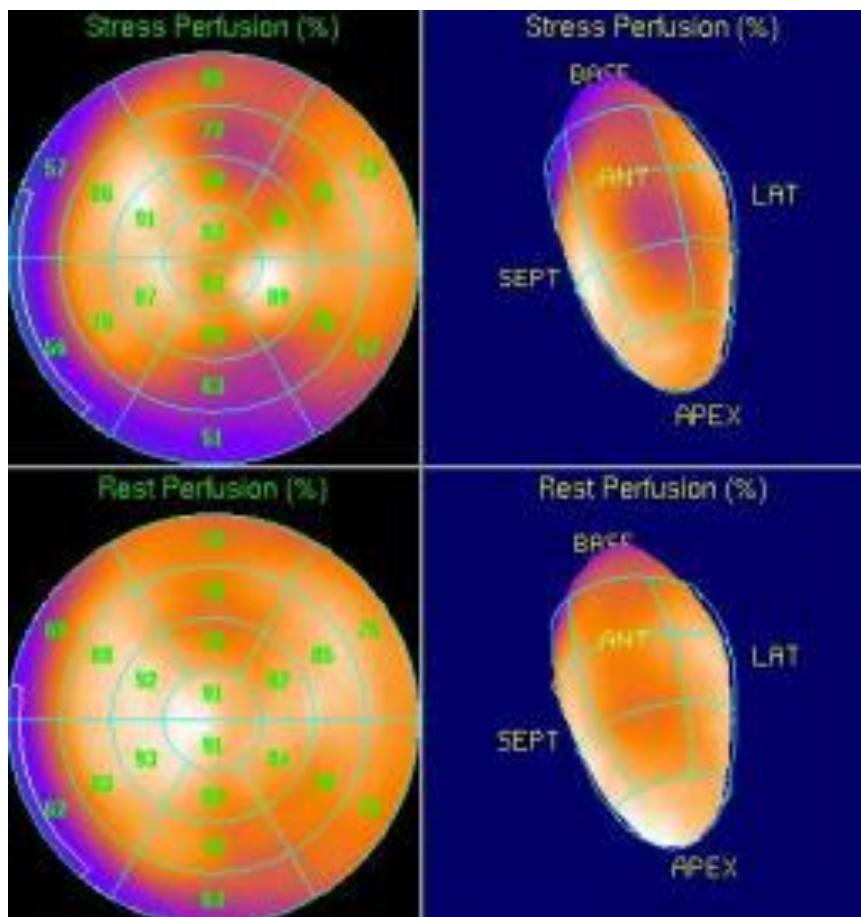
Сцинтиграфия сердца в покое и при нагрузке
